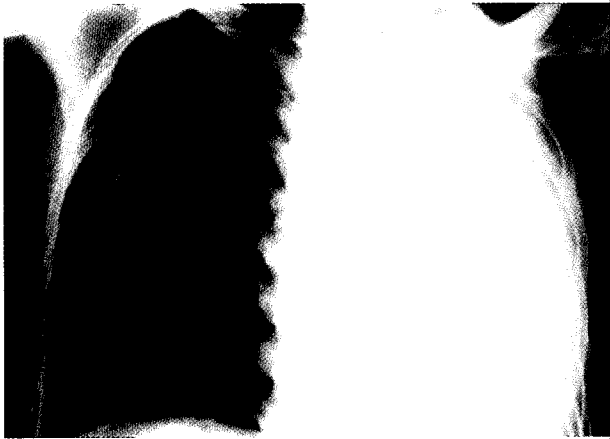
Postoperative chest X-ray shows improving right lung consolidation and C-tube for pneumothorax. (case1)
